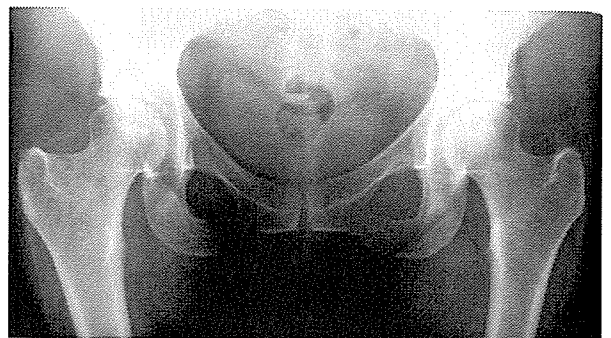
初診時の単純X線では、関節裂隙の軽度の狭小化を認めるが、骨頭に明らかな圧潰像は認めない。
